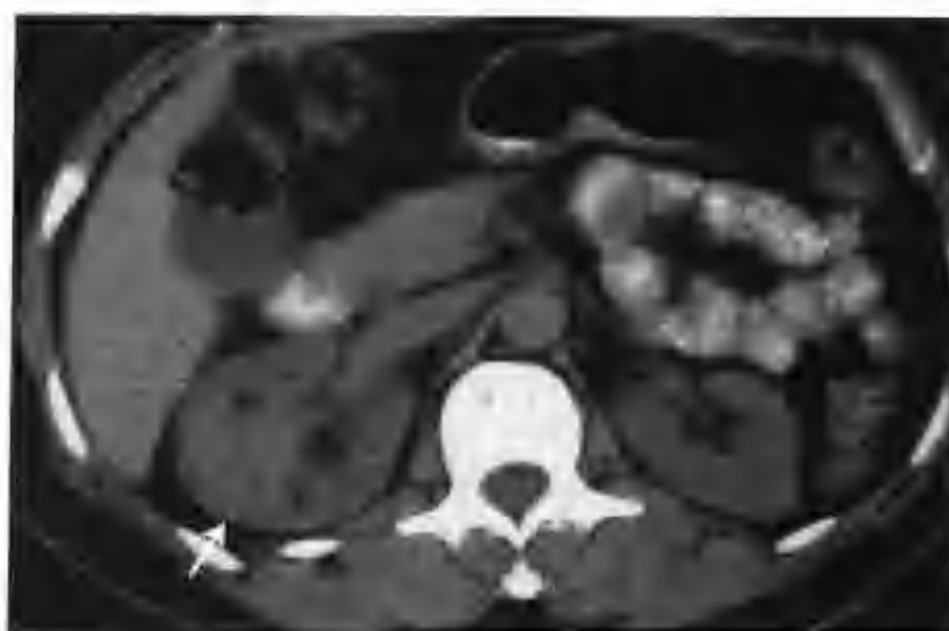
右肾错构瘤 (CT 平扫见右肾肿物内低密度区, CT 值 $-10 \sim +10\text{HU}$ (箭头))
